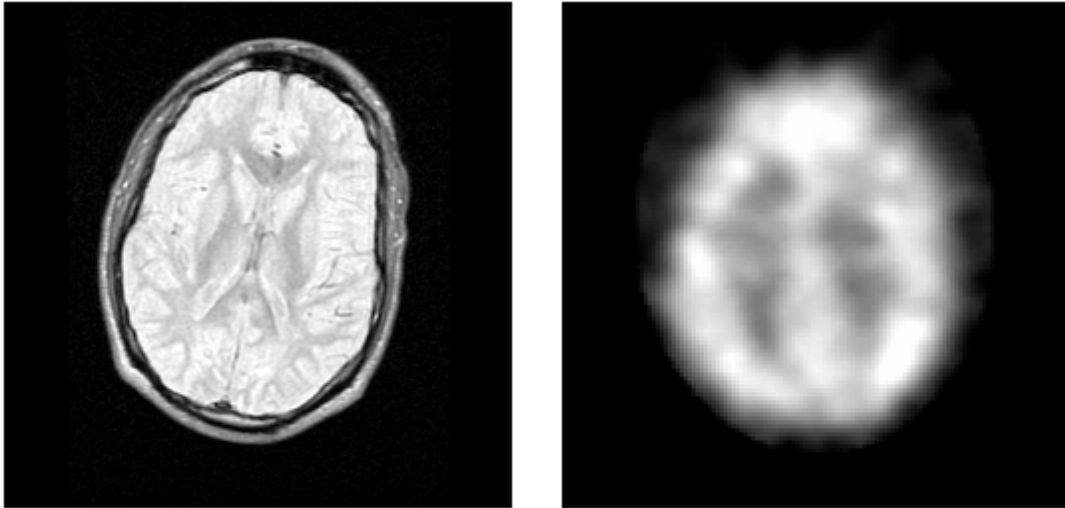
Imágenes típicas MRI (izquierda) y SPECT (derecha).
